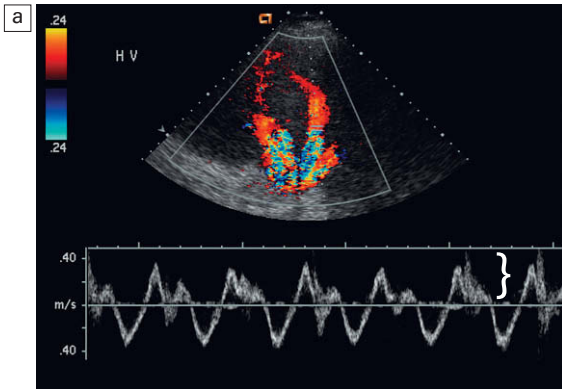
a) Imagen transversal del espectro y de Doppler color de las venas hepáticas. Las venas hepáticas se encuentran muy ingurgitadas como sería de esperar en una insuficiencia cardíaca crónica. La forma de onda del espectro Doppler muestra una periodicidad adecuada en estos vasos. La cantidad global de flujo retrógrado, sin embargo, es desproporcionadamente grande. Cuando se suma el área de flujo por encima y por debajo de la línea media resulta evidente que hay relativamente poco flujo anterógrado total, como sería de esperar con la insuficiencia cardíaca. b) Trazado Doppler espectral de otro paciente con insuficiencia cardíaca. Aunque se aprecia periodicidad en el trazado, está más desordenado que en la onda trifásica estándar. El flujo que se aleja del corazón (por encima de la línea basal) sólo es ligeramente inferior al flujo que se dirige al corazón (por debajo de la línea basal). La disminución del flujo anterógrado total es una manifestación de congestión cardíaca.
